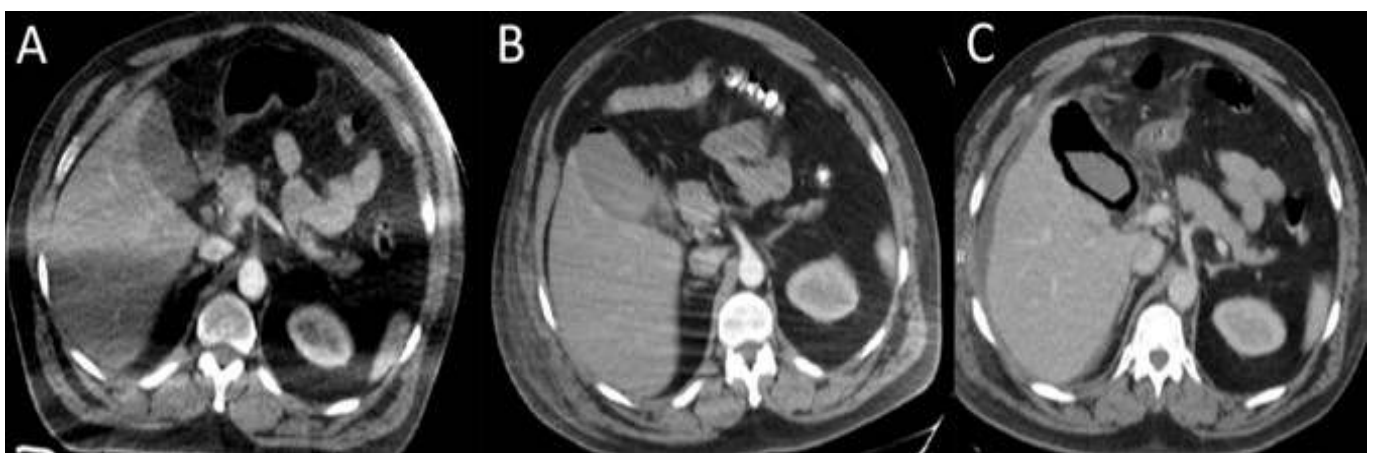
TC de abdomen con contraste endovenoso, fase arterial. Cortes axiales. A. Muestra el estudio inicial, sin hallazgos. B. TC a las 24 hs, con presencia de aislada burbuja en el interior de la vesícula. C. TC a las 48 hs del ingreso, muestra gas intramural y compromiso inflamatorio locoregional. Colecistitis enfisematosa.
